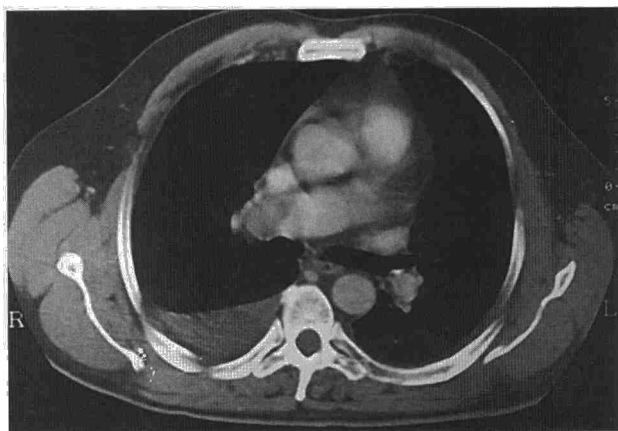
TAC torácica. Trombo de gran tamaño en la arteria pulmonar derecha; pequeño derrame pleural derecho.
